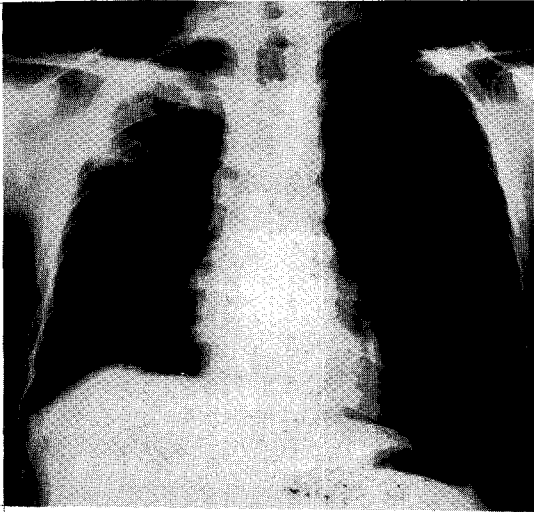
Chest radiography taken on 2 months after discharge, shows remarkable improvement on consolidations of both lungs.
